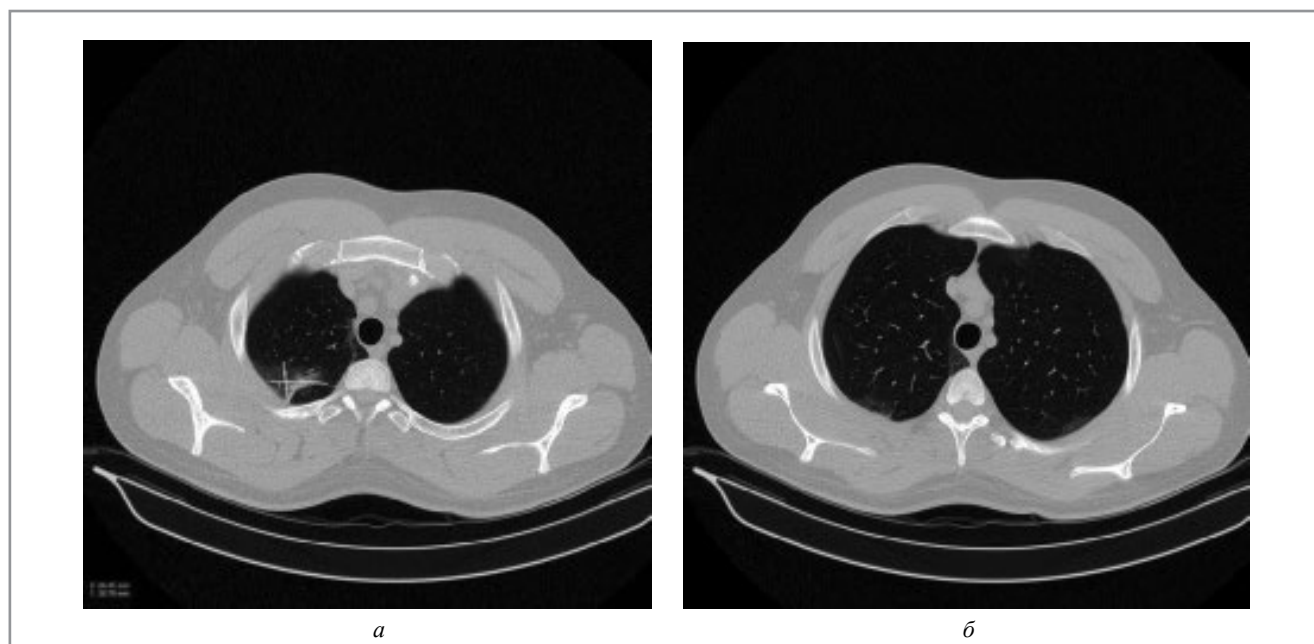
Результаты МСКТ органов грудной клетки пациента С. Через 7 дней после отмены месалазина: а – срез 887 мм; б – 902 мм.
